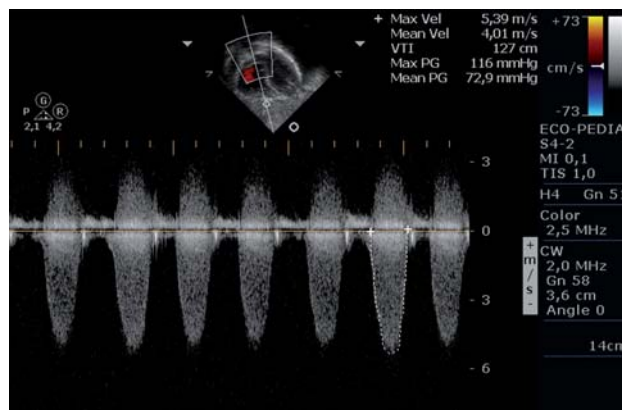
Doppler contínuo pré-operatório mensurando o gradiente no local da estenose supravalvar no tronco pulmonar
